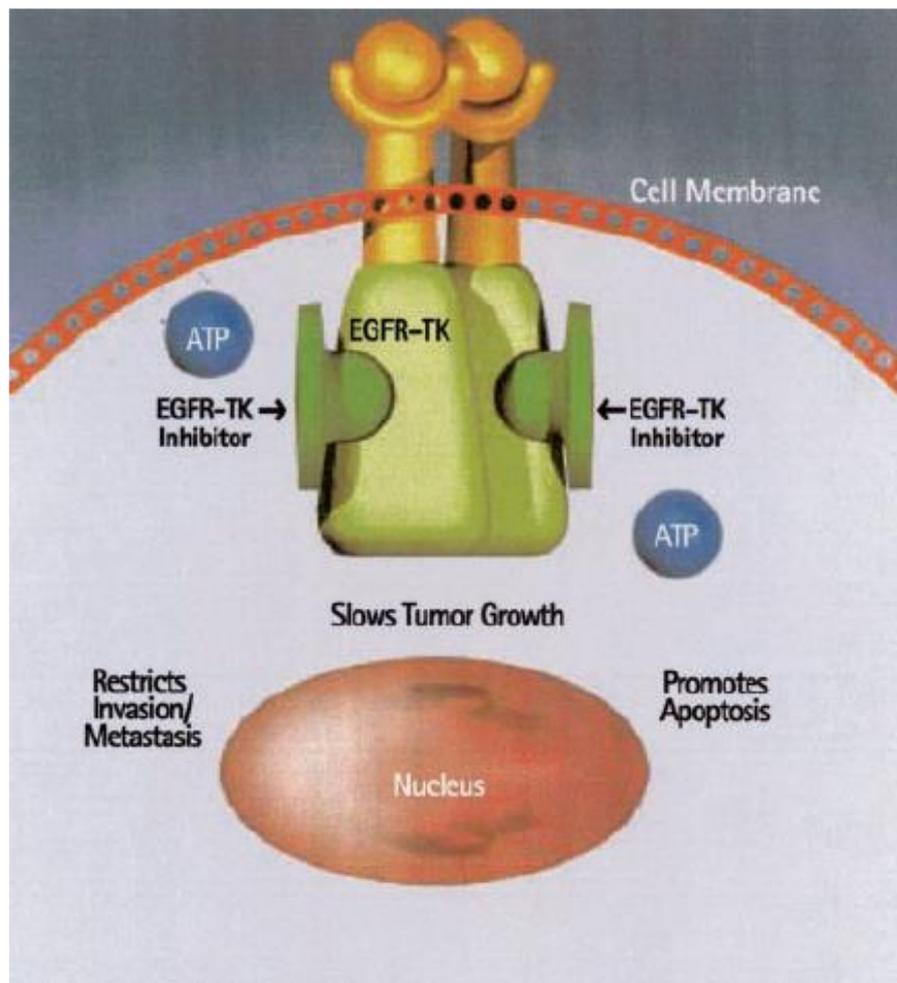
Mecanismo de acción de los Inhibidores de EGFR-TK bloqueando la transducción de señales de estímulo de proliferación tumoral. Extraído de Herbst et al, Clinical Cancer Research, 2003. (125)
